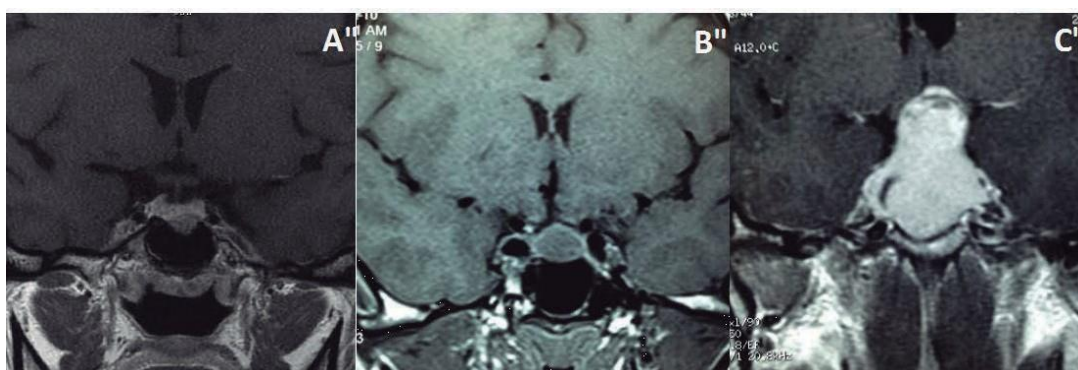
Imagem de adenomas hipofisários em exame de ressonância magnética. A. Microadenoma. B. Macroadenoma apresentando proximidade com o quiasma óptico. C. Volumoso macroadenoma com compressão que quiasma óptico e terceiro ventrículo.
